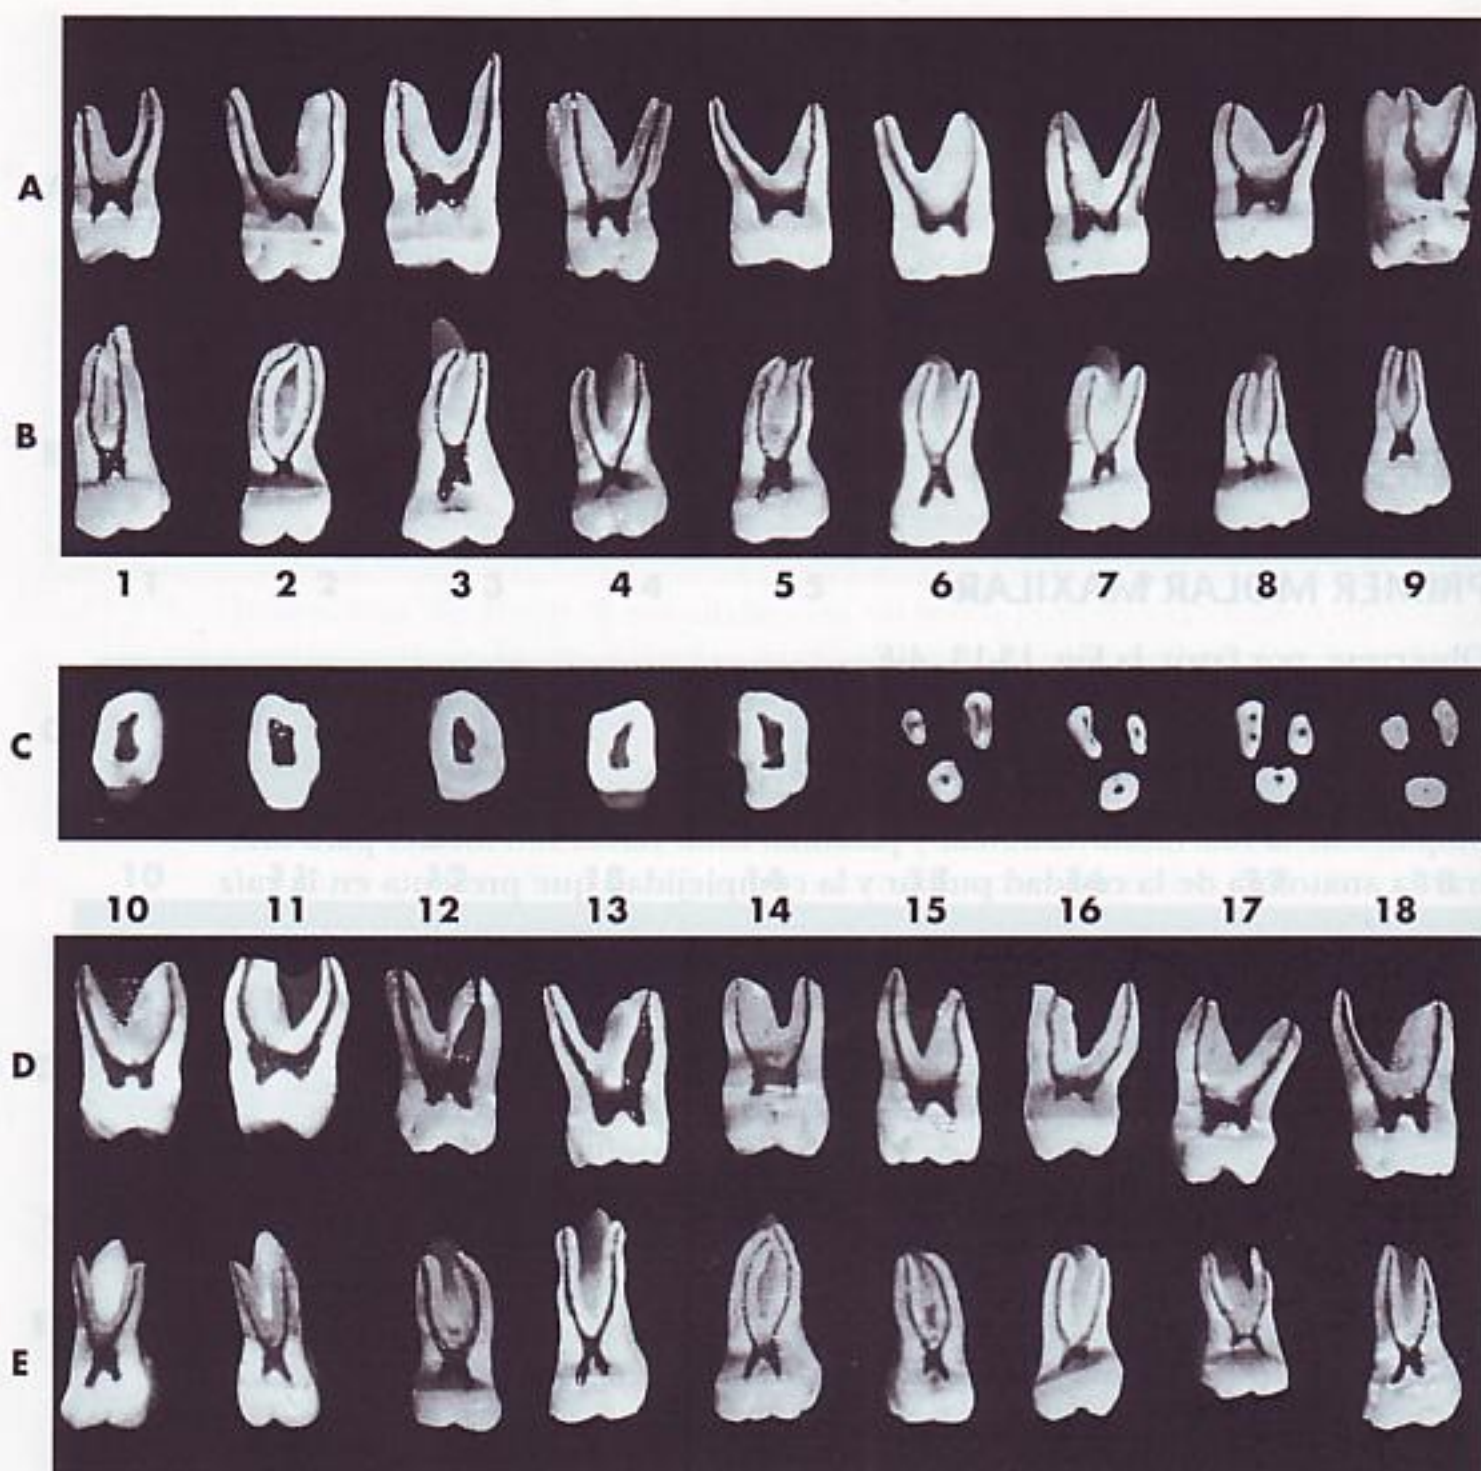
Primer molar maxilar. A, sección vestibulolingual mostrando la superficie mesial y distal de la cavidad pulpar. Esta proyección no se puede ver en las radiografías dentales. B, sección mesiodistal mostrando la superficie vestibular y lingual de la cavidad pulpar. C, cinco secciones transversales en la línea cervical, y cuatro en la parte media de la raíz. D, sección vestibulolingual mostrando la superficie mesial y distal de la cavidad pulpar. E, sección mesiodistal mostrando la superficie vestibular de la cavidad pulpar.
